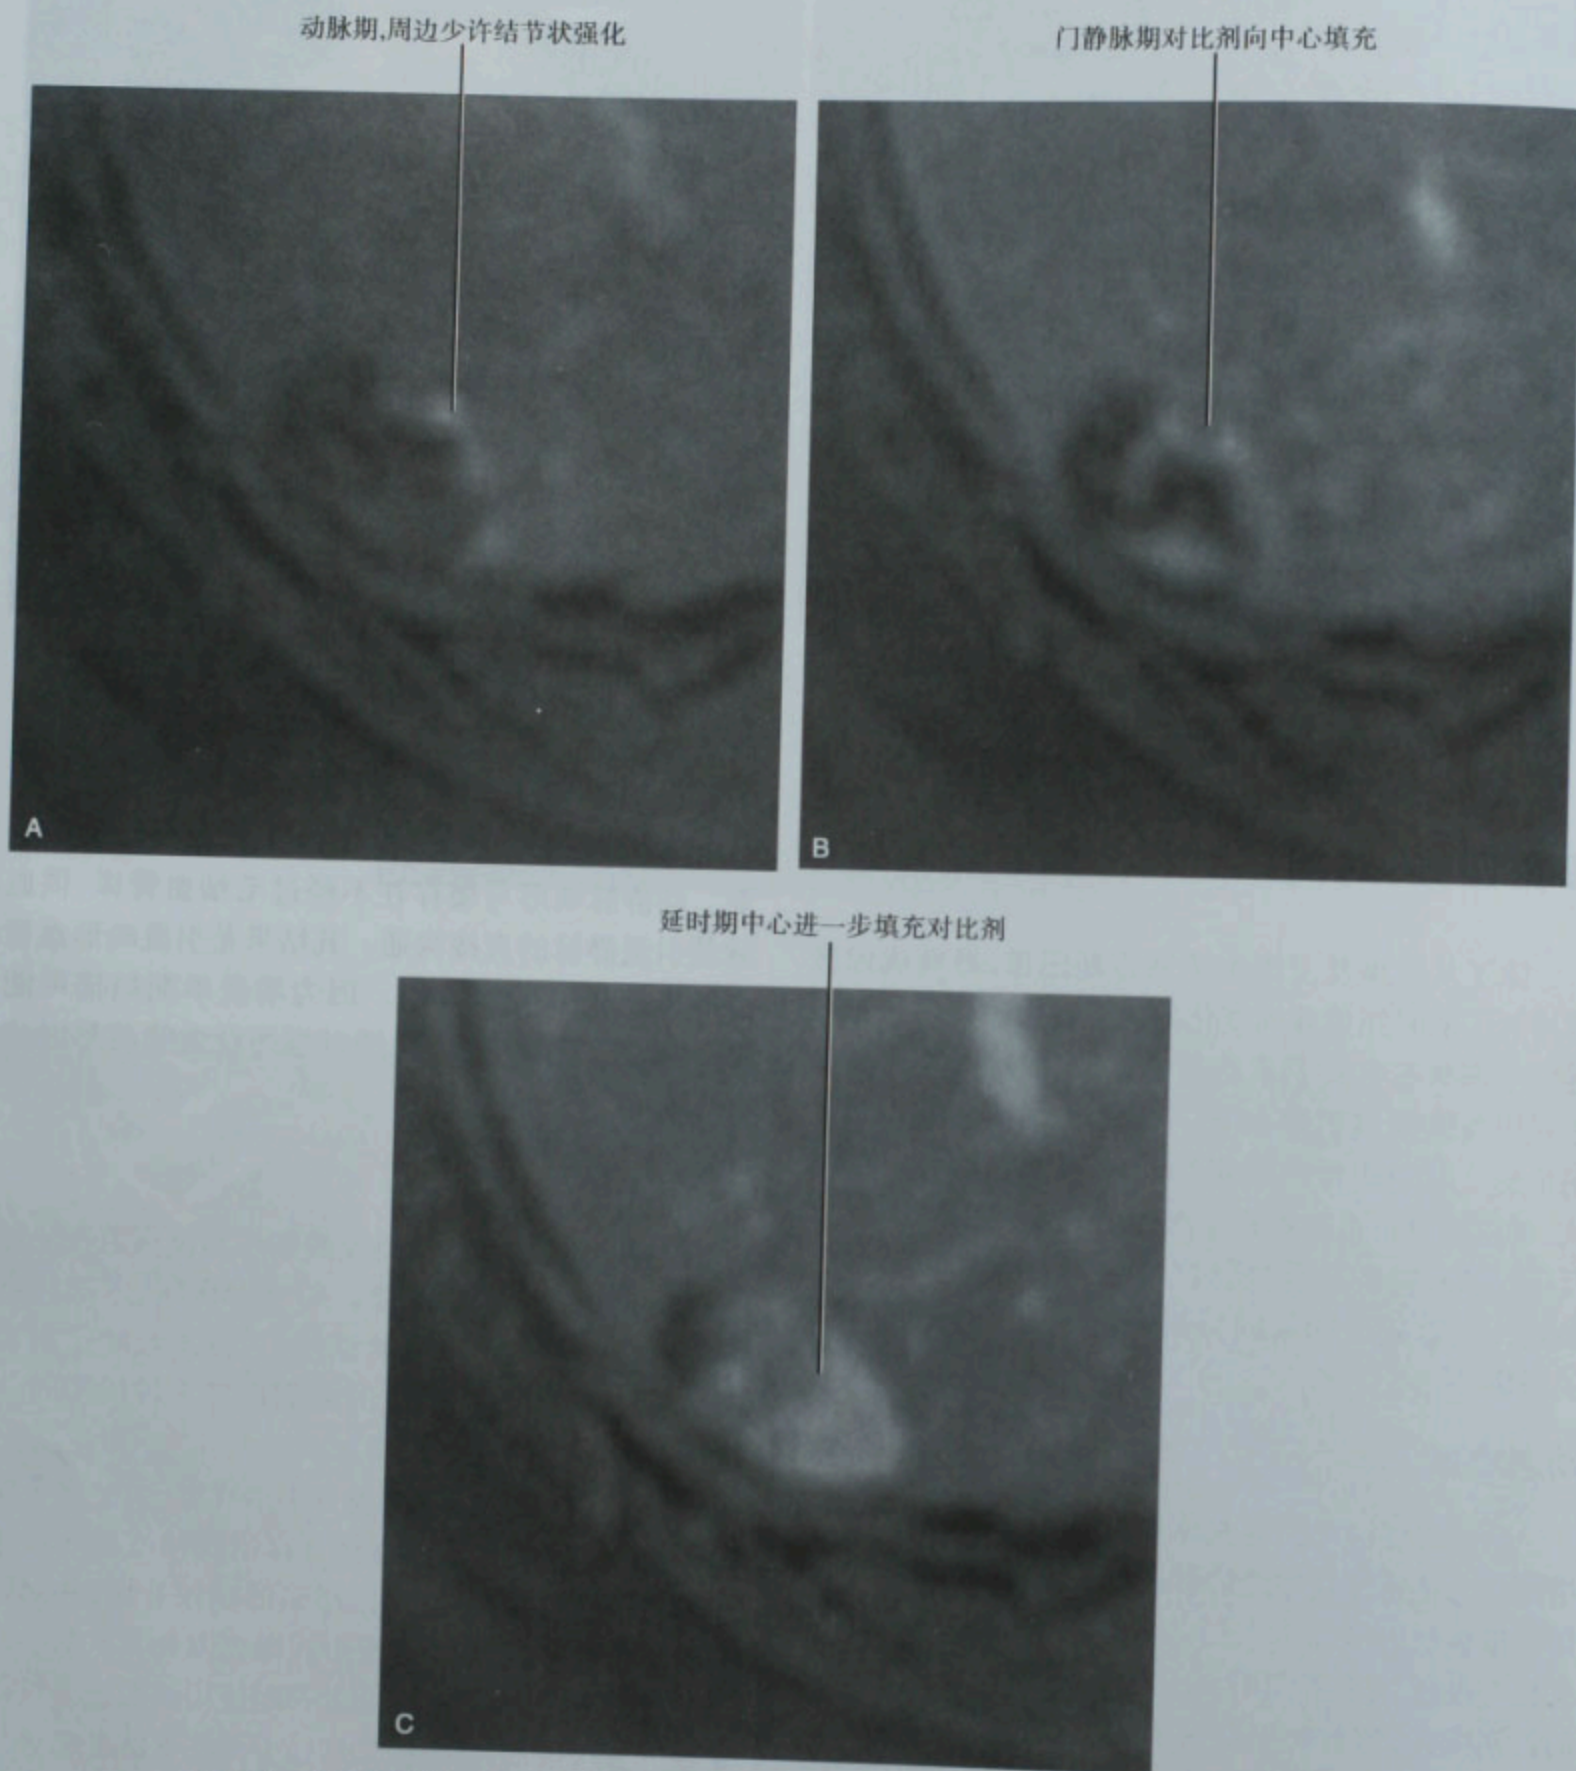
肝脏海绵状血管瘤的 MRI 动态增强扫描,动脉期(A)、门静脉期(B)和延时期(C)
